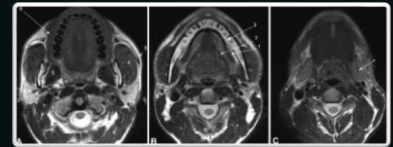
Axial T1-weighted MR image (A), axial T2-weighted MR image (B), and axial T2-weighted MR image with fat suppression (C). The parotid glands are visible on the sides of the face. The parotid glands are visible on the sides of the face. The parotid glands are visible on the sides of the face.
